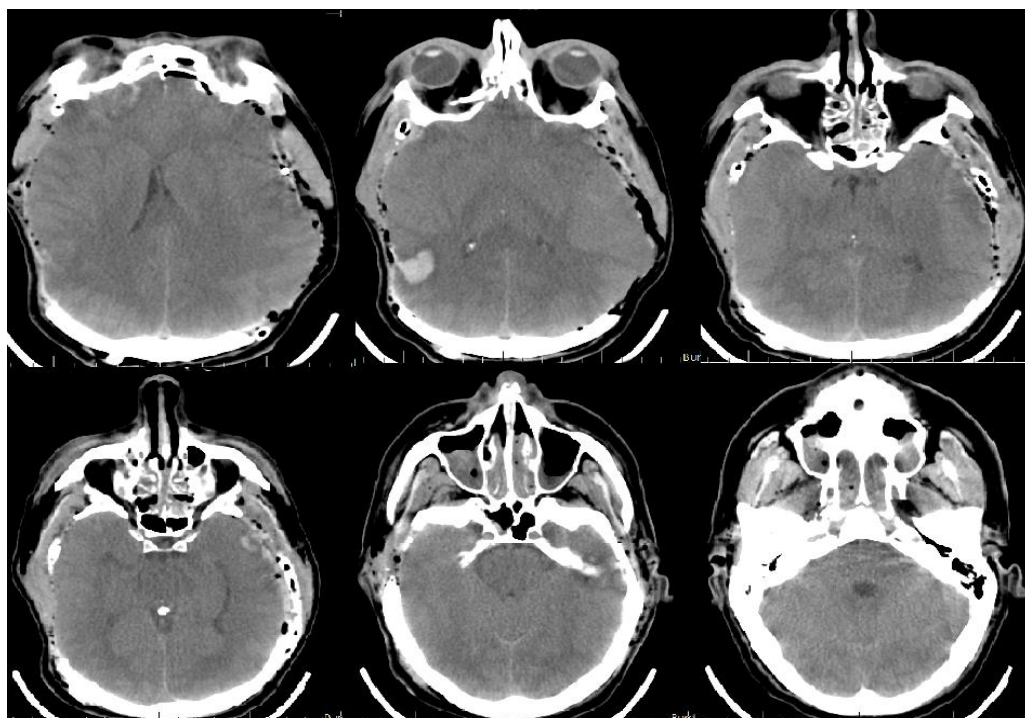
Данные контрольного КТ исследования ГМ после ДТЧ.
